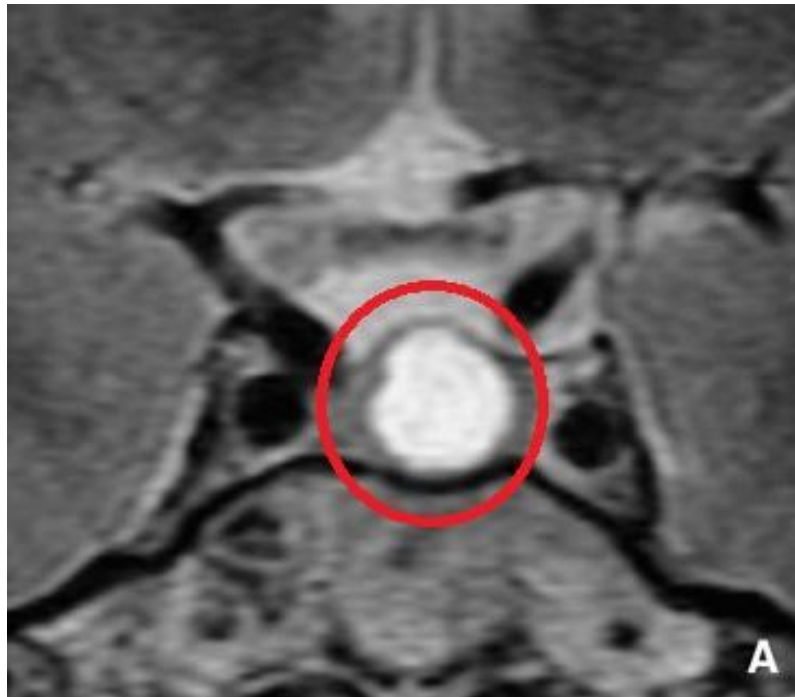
Imagerie par résonance magnétique (IRM) en coupe coronale en séquence T2 : macroadénome enclos en hypersignal (Gaillard, 2010).
